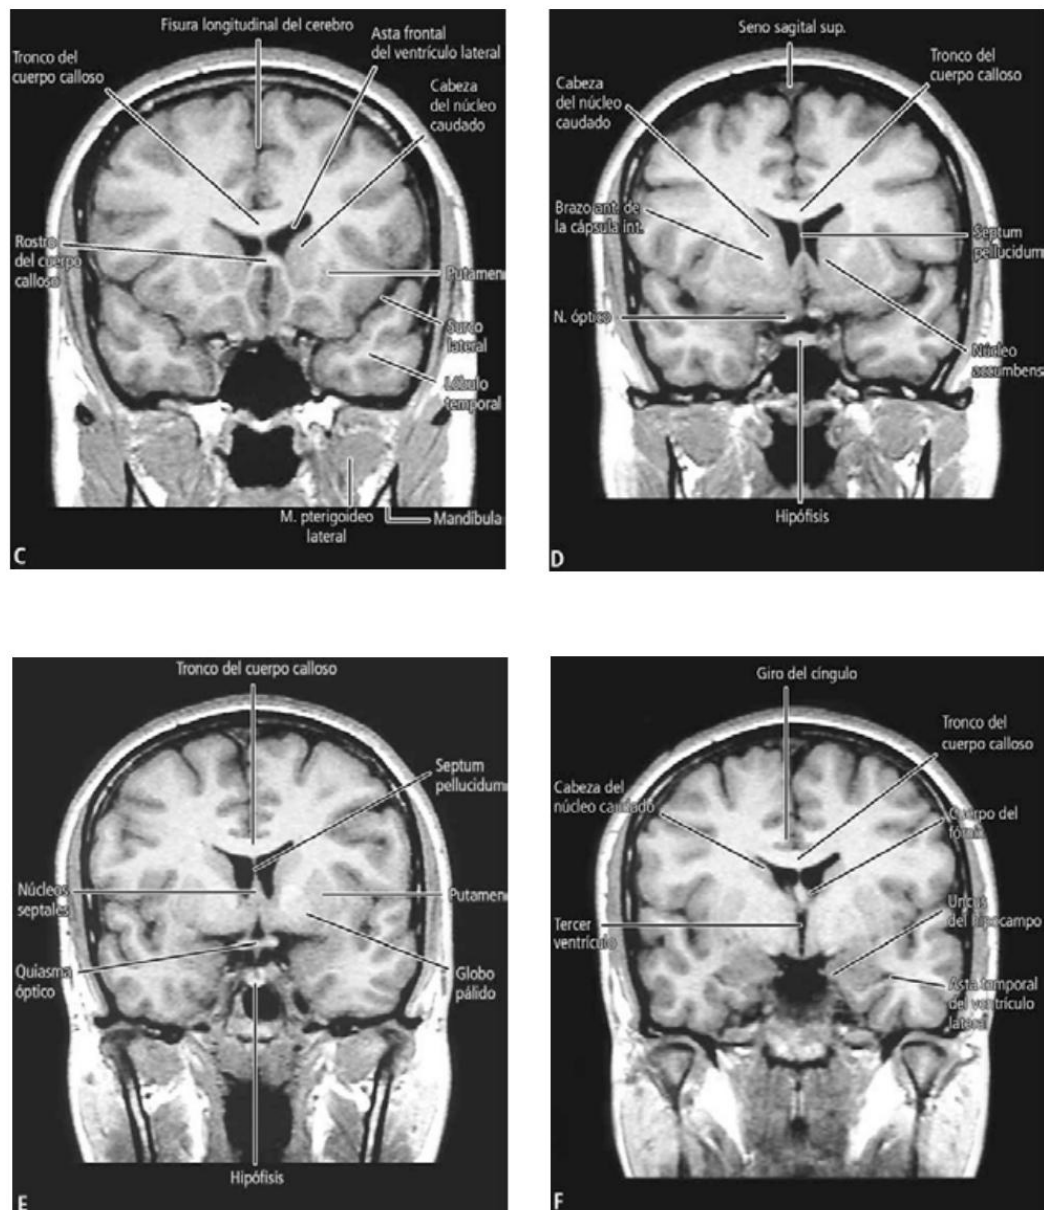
Imágenes de resonancia magnética. Cortes coronales del encéfalo en T1, ordenados en secuencia de anterior a posterior; C. Nivel de la cabeza del núcleo caudado; D. Nivel del núcleo accumbens; E. Nivel del quiasma óptico; F. Nivel del uncus del hipocampo.
